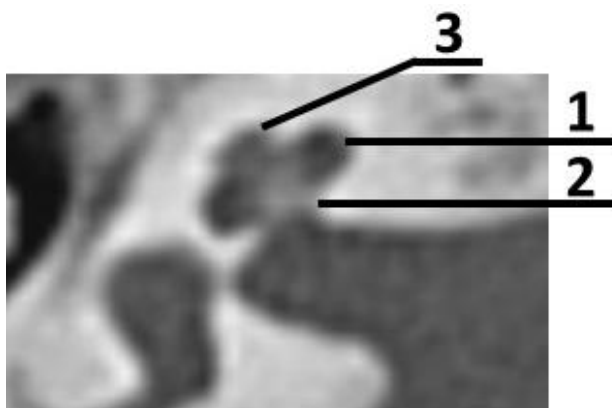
КТ правой височной кости при проведении исследования в косой орбито-меатальной проекции через нижнюю стенку глазницы и верхнюю стенку наружного слухового прохода: 1 – средний завиток улитки, 2 – аперттура улитки, 3 – апикальный завиток улитки
